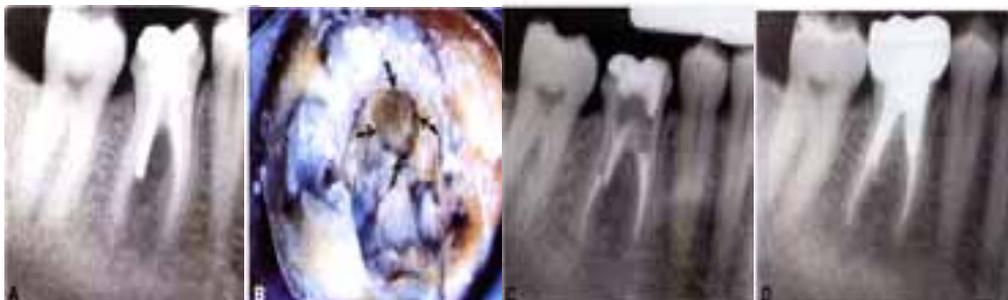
Radiografía preoperatoria mandibular de un primer molar derecho con una gran perforación posterior, (B) Una fotografía clínica que muestra la presencia de pus en el sitio de perforación y la medida de que después de la eliminación de la posterior (flechas). (C) Radiografía postoperatoria que muestra el retratamiento de conducto radicular y la reparación de la perforación con MTA. (D) Radiografía postoperatoria que muestra la a de la reparación completa sitio de la perforación 2 años más tarde. Cortesía del Dr Douglas McKendry.
